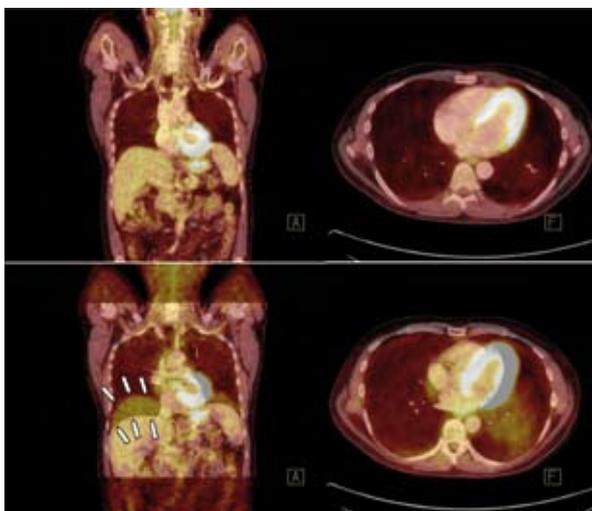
Koregistrierung von FDG-PET- und CT-Datensätzen in Abhängigkeit von der Atemlage bei einem Patienten. Obere Reihe PET/CT in Atemmittellage mit exakter morphologischer und funktioneller Koregistrierung. Untere Reihe PET/CT bei Koregistrierung des PET-Datensatzes auf ein CT in tiefer Inspiration. Daraus resultierende erhebliche Ungenauigkeit der Überlagerung.
